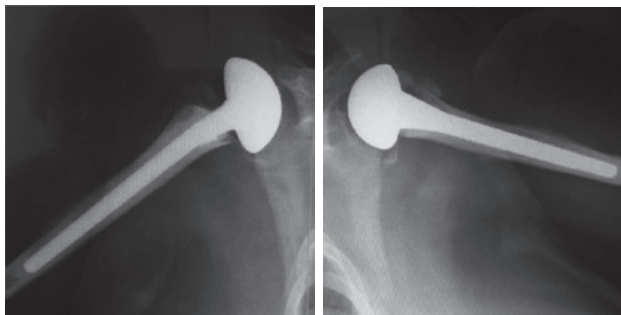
Рентгеновские снимки пациентки П. после первичного эндопротезирования правого (слева) эндопротезом фирмы «*Zimmer*» и левого(справа) эндопротезом фирмы «ЭСИ» плечевых суставов
